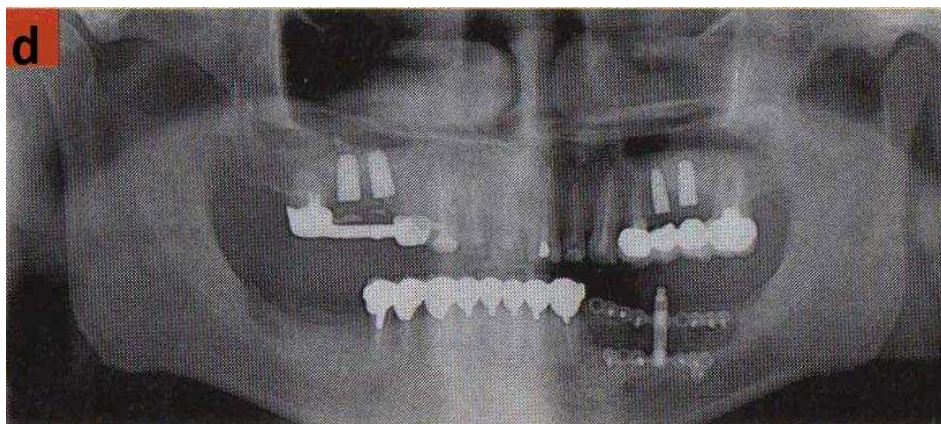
Radiographie panoramique de fin de traitement [KHOURY E., KHOURY G. ; 2010]
